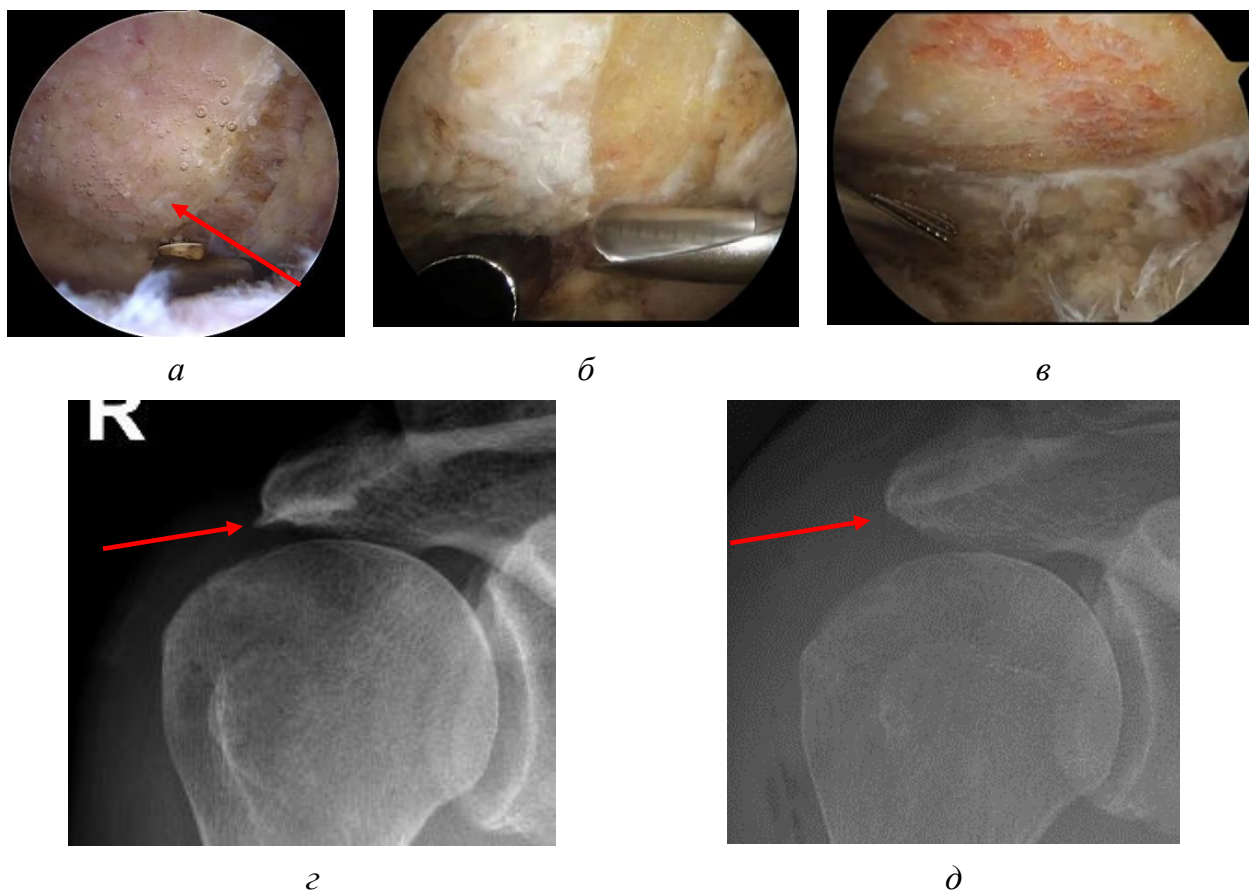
Пример выполнения акромиопластики у пациента Т.Ю.Н., 52 года (подгруппа 2.3 контрольная): *а* – артроскопическая картина выделенного экзофита нижней поверхности акромиона; *б* – этап резекции экзофита акромиального отростка лопатки; *в* – артроскопическая картина нижней поверхности акромиона после резекции экзофита; *г* – предоперационная рентгенограмма плечевого сустава, определяется экзофит нижней поверхности акромиального отростка лопатки; *д* – рентгенограмма плечевого сустава после операции, определяется расширение субакромиального пространства
